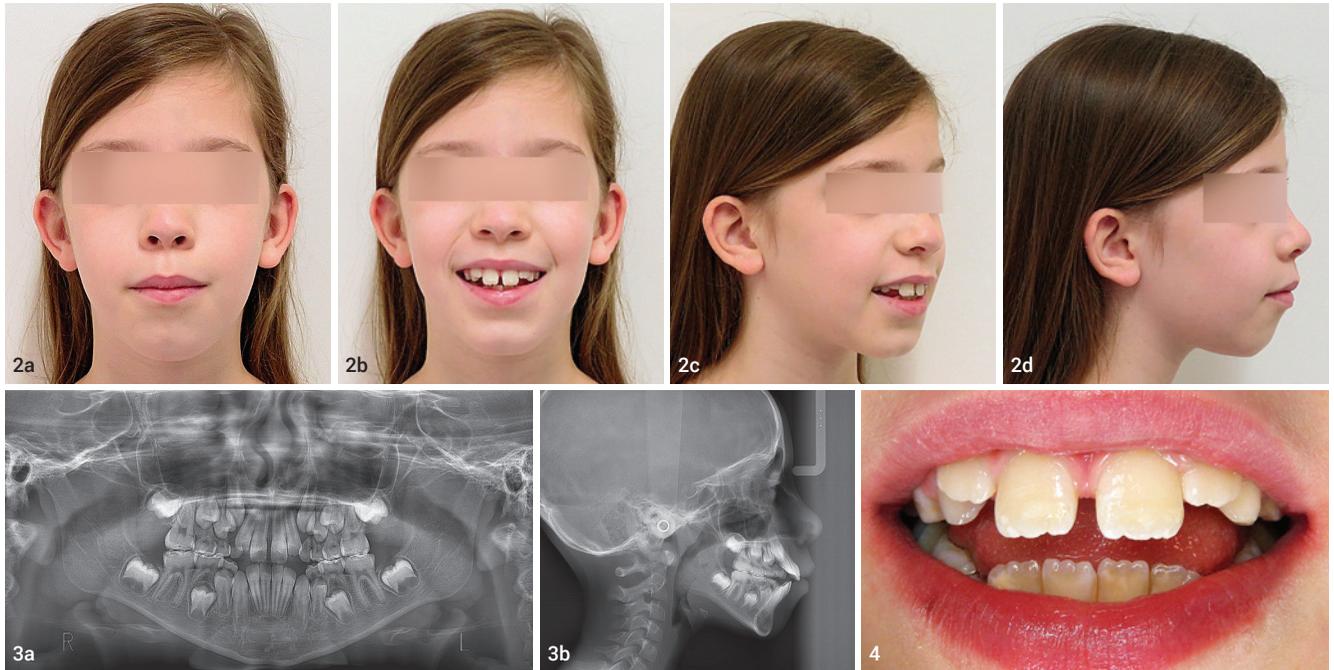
Extraorale frontale Ansicht bei angespannter Orofazial-Muskulatur (a). Extraorale frontale Ansicht lächelnd (b). Extraorale schräg laterale Ansicht – der Mund steht habituell offen (c). In der Lateralansicht lässt sich der gezwungene Lippenschluss erkennen (d). Abb. 3a und b: Orthopantomogramm zu Behandlungsbeginn (a). Fernröntgenseitenaufnahme mit vertikaler Gesichtskonfiguration zu Behandlungsbeginn (b). Abb. 4: Gut zu erkennen ist die Zungenfehlfunktion beim Schluckakt.
